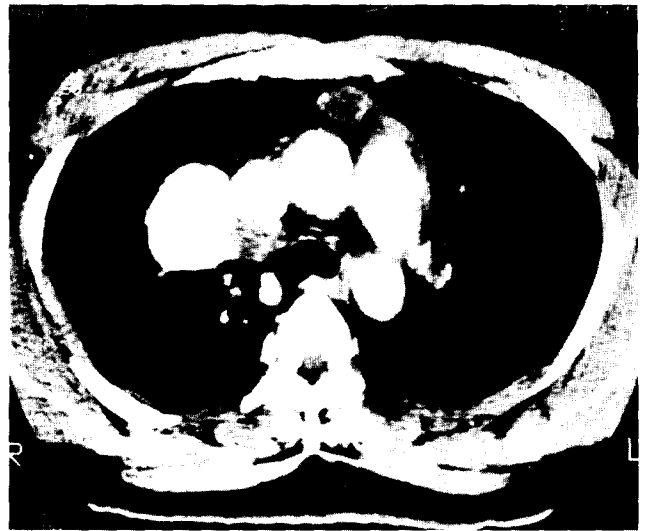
Chest CT; 5cm oval shaped mass with high and low attenuation density area noted at the carinal level, with peripheral calcification.
